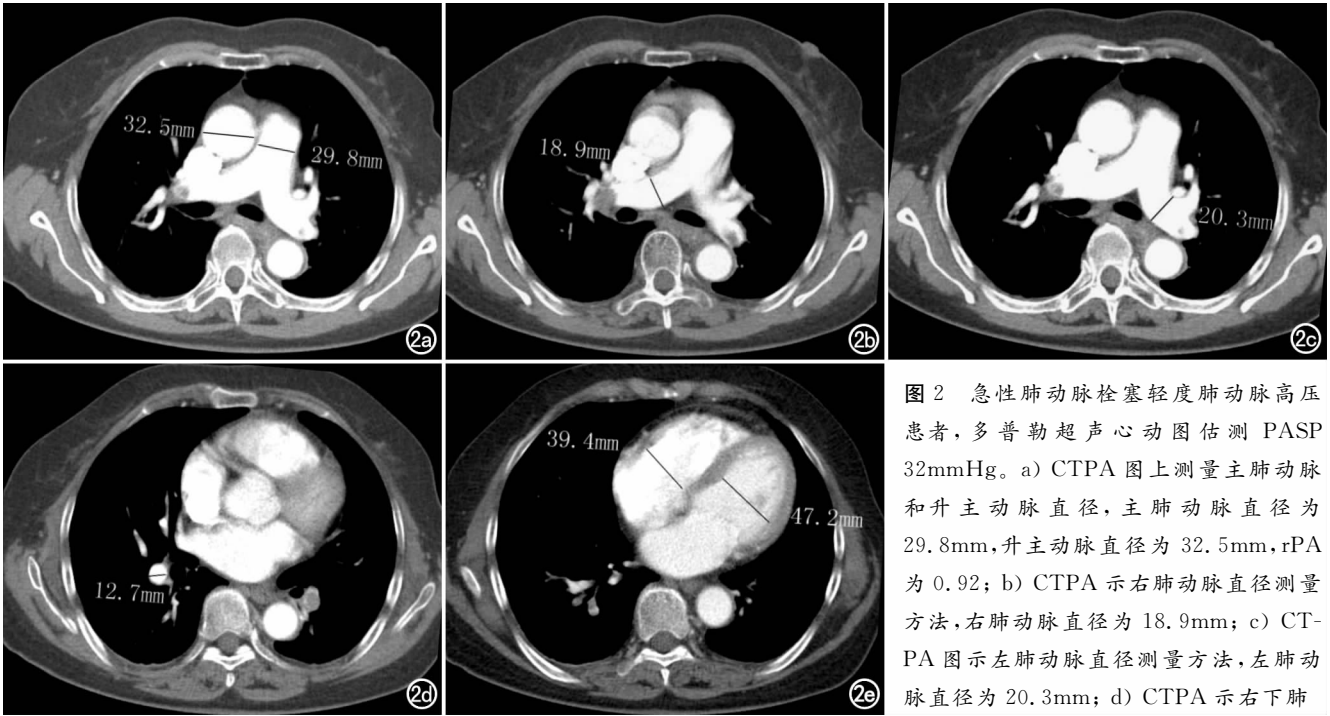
急性肺动脉栓塞轻度肺动脉高压患者,多普勒超声心动图估测PASP 32mmHg。a) CTPA图上测量主肺动脉和升主动脉直径,主肺动脉直径为29.8mm,升主动脉直径为32.5mm,rPA为0.92;b) CTPA示右肺动脉直径测量方法,右肺动脉直径为18.9mm;c) CTPA图示左肺动脉直径测量方法,左肺动脉直径为20.3mm;d) CTPA示右下肺
